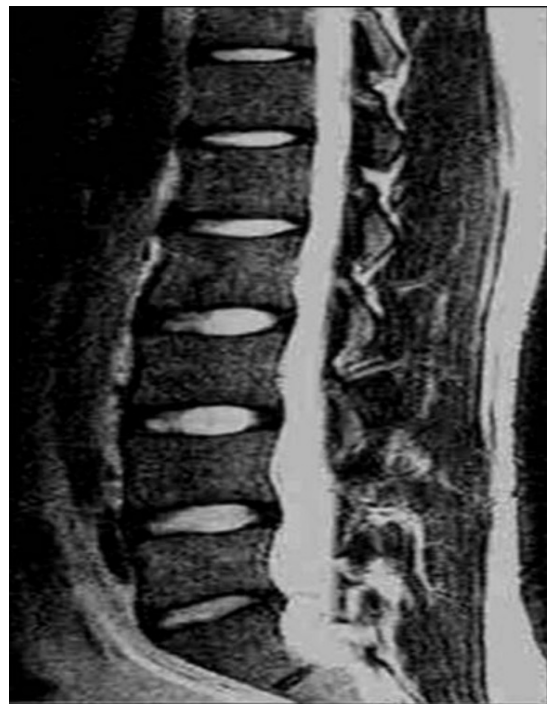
Preoperative T2 sagittal MRI shows well demarcated epidural mass on L5-S1 ventral epidural space. Note that it shows mixed signal.
